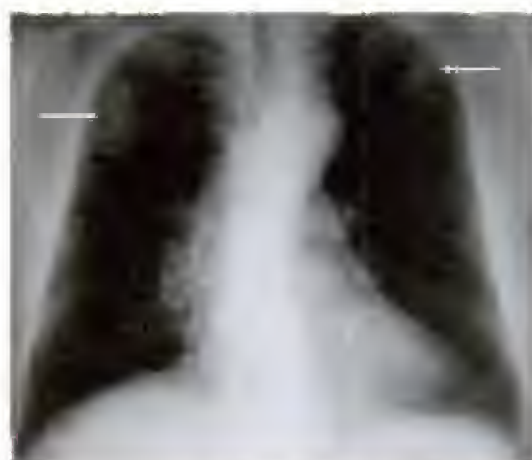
Radiographie de thorax de face montrant deux masses pulmonaires des lobes supérieurs droit et gauche
